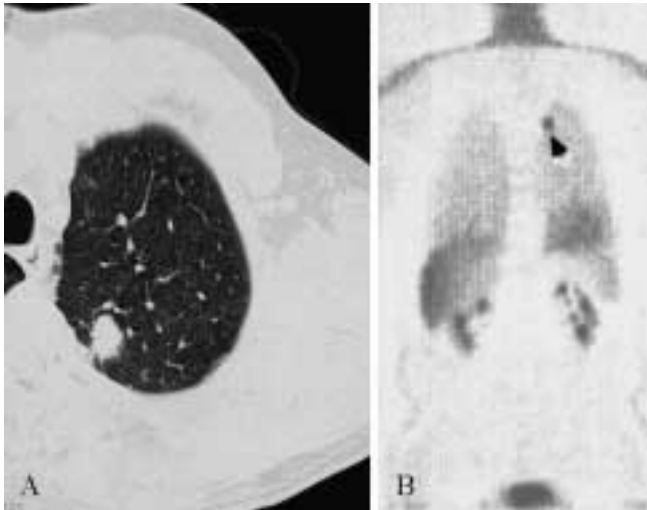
Neoplasia polmonare prevalente. Esame TC di base (A) che dimostra un nodulo di diametro medio di 12 mm a margini irregolari nel lobo superiore sinistro. Indagine FDG-PET (B) in cui è evidente una marcata captazione del tracciante (freccia) in sede apicale sinistra. Il soggetto fu sottoposto ad intervento chirurgico di lobectomia; l'esame istologico rivelò un carcinoma adenosquamoso in stadio IA. Il paziente a tre anni dall'intervento è vivo e libero da malattia.
